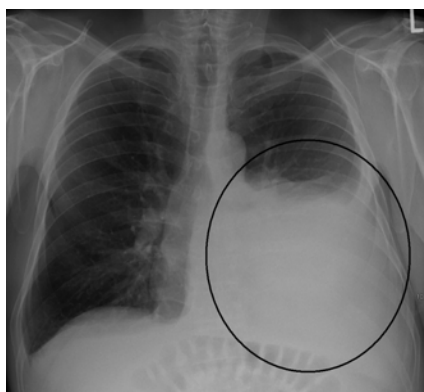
Рентгенограмма грудной клетки при гидротораксе (Источник: <https://ru.wikipedia.org>)
